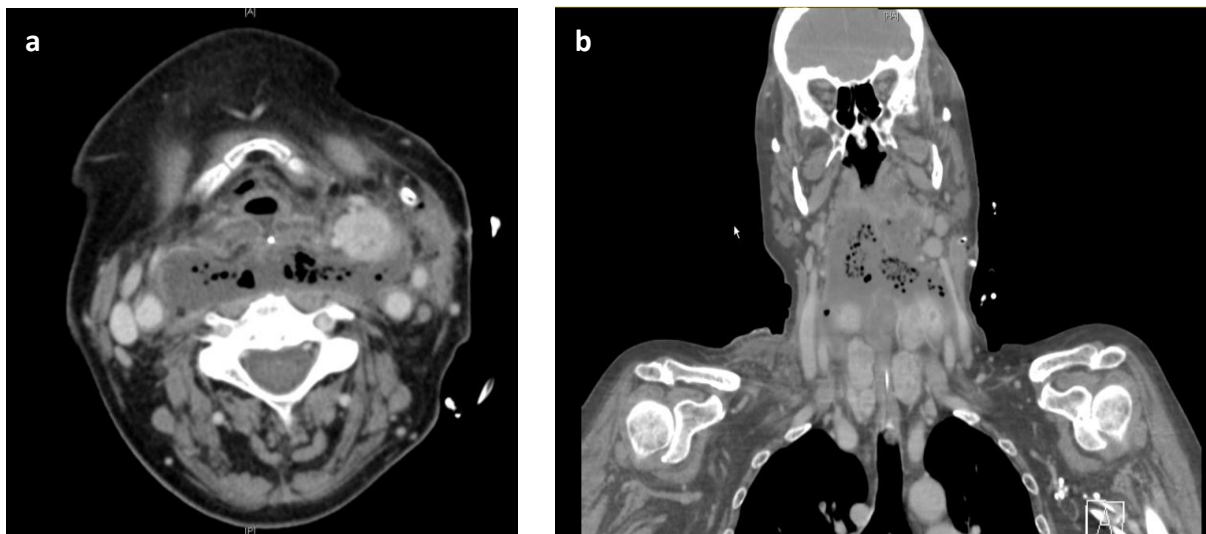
CT-Aufnahme einer 59-jährigen Patientin mit ausgeprägter linksbetonter phlegmonöser Entzündung mit Gasbildung und Lufteinschlüssen bis in das Spatium retropharyngeum bzw. prävertebrale. (a) axiale Schnittführung mit sichtbarer Abszessformation, (b) sagittale Schnittführung.
